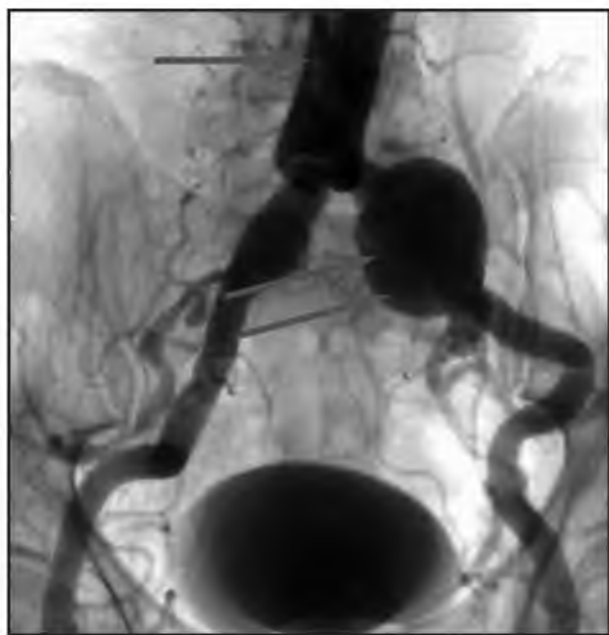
Данные рентгенконтрастной ангиографии. Визуализирован протез в позиции брюшной аорты (стрелка) и аневризма левой подвздошной артерии (двойная стрелка). Выраженная извитость.
